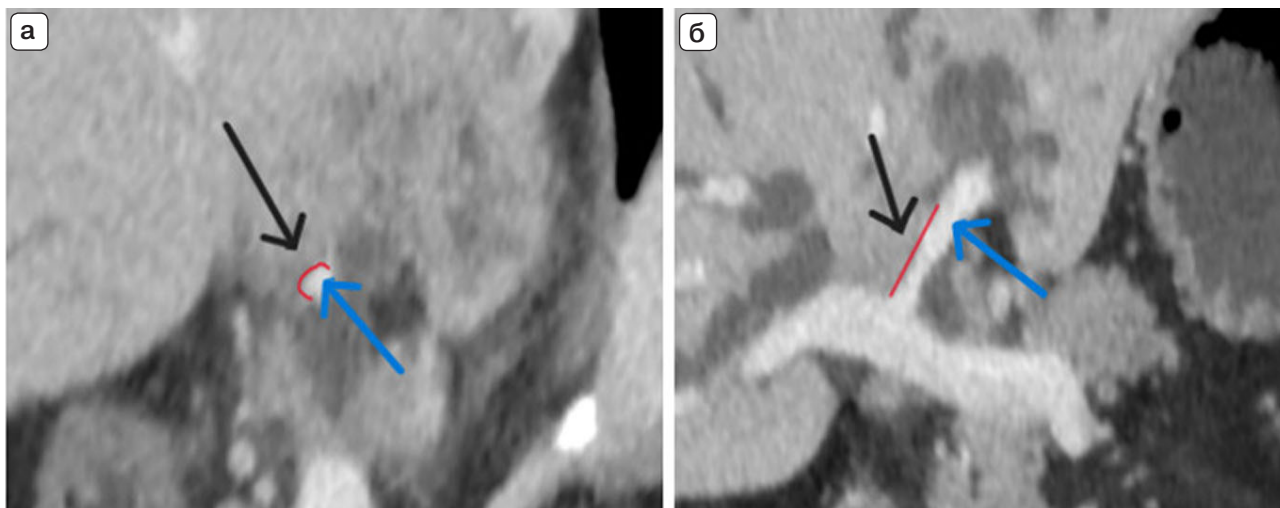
Компьютерные томограммы. Контакт левой ветви ВВ и опухоли: а – сагиттальная проекция, охват сосуда с опухолью $\geq 180^\circ$; б – фронтальная проекция, протяженность контакта сосуда с опухолью ≥ 11 мм. Контакт указан красной линией, ветвь ВВ – синей стрелкой, опухоль – черной стрелкой.
